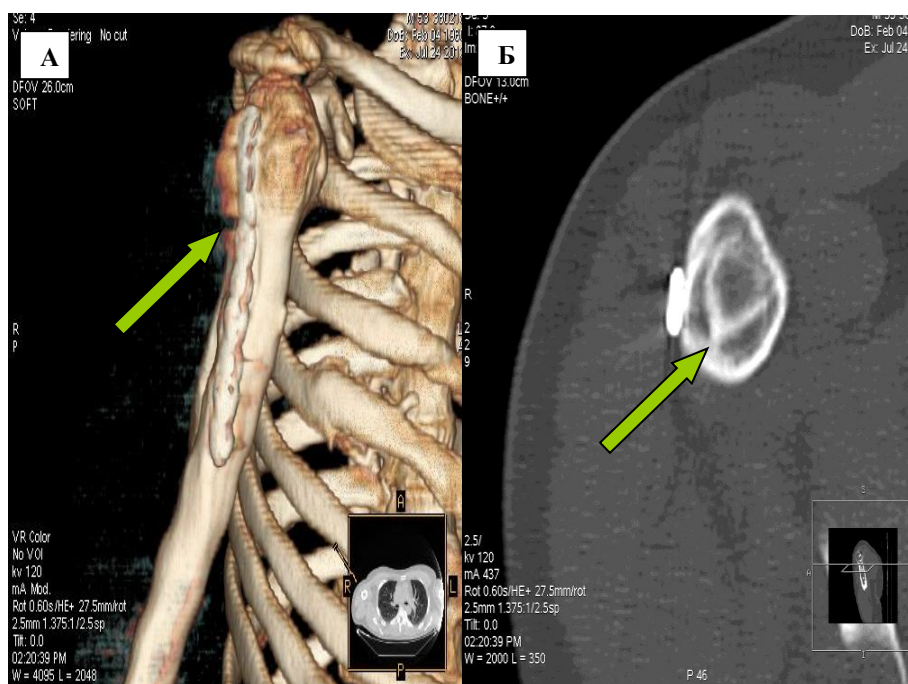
Компьютерная томограмма правого плеча больного Я. основной группы 3 месяца после операции: А) - 3D реконструкция (Стрелкой указана пластина); Б) Спиральная КТ (Стрелкой указан плотный контакт аутотрансплантата).
